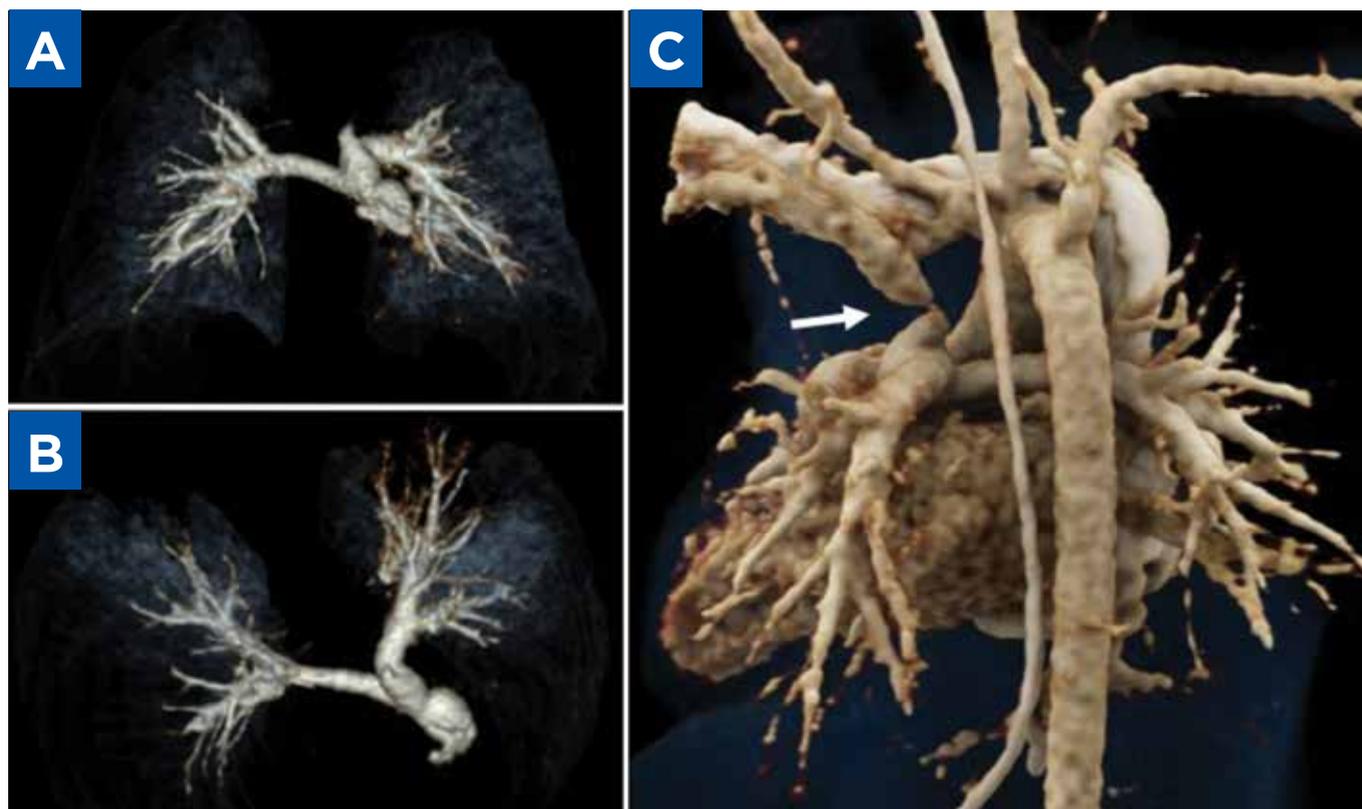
Tomografía computarizada con reconstrucción tridimensional muestra: arteria pulmonares y ramas (A) (B); (C) ductus arterioso desde arteria subclavia izquierda hacia rama pulmonar izquierda con estenosis severa en su segmento medio (flecha).
